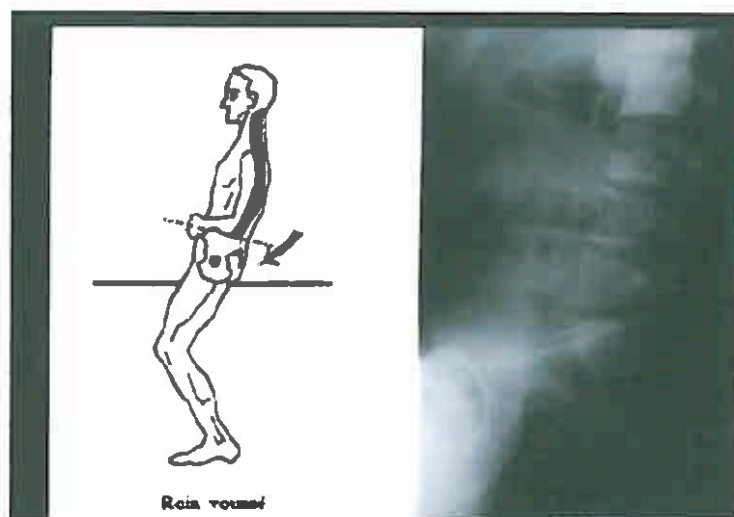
Le rein voussé, étude radiographique
